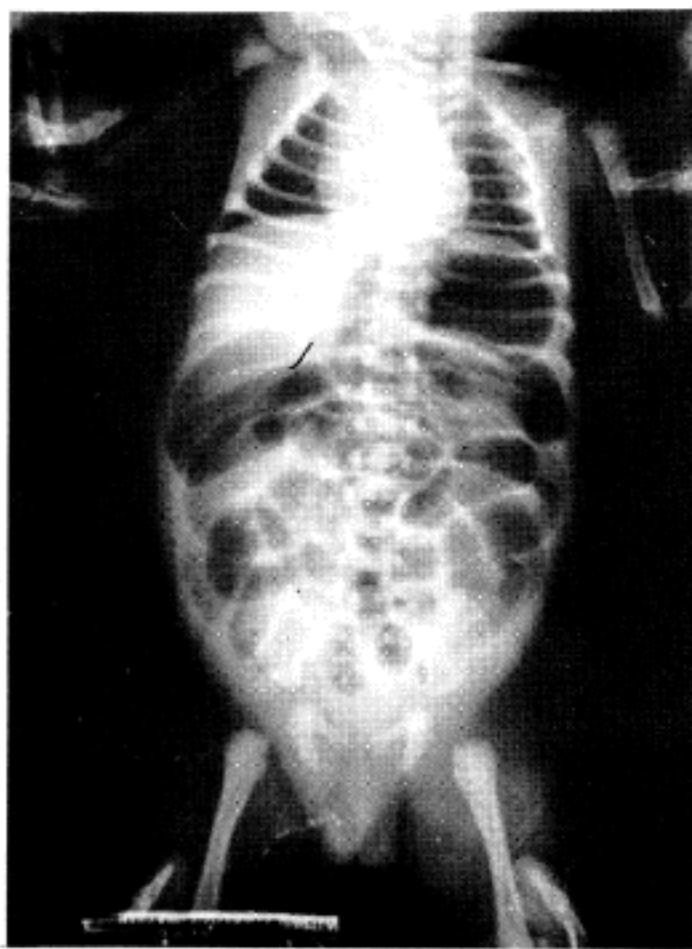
AP View of simple abdomen X-ray shows dilated loops in RUQ.
